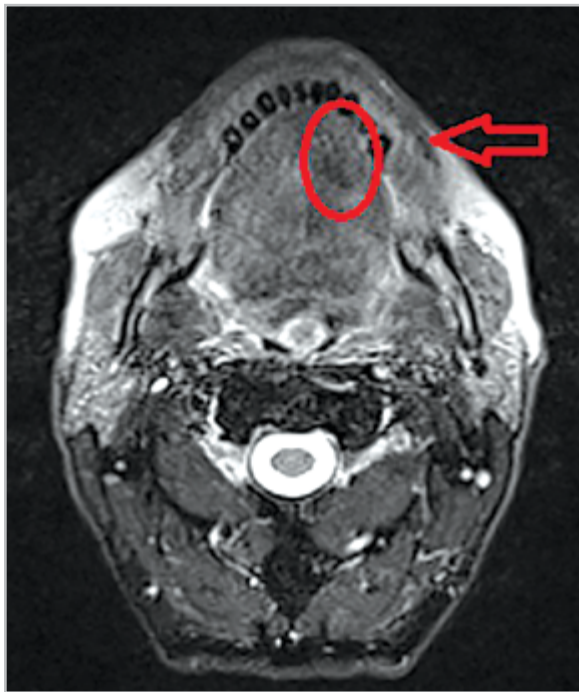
Магнитно-резонансная томограмма полости рта в трансверсальной проекции после курса дистанционной лучевой терапии (СОД = 46 Гр). Определяется резидуальная опухоль языка, рубцово измененная ткань (курсор)
